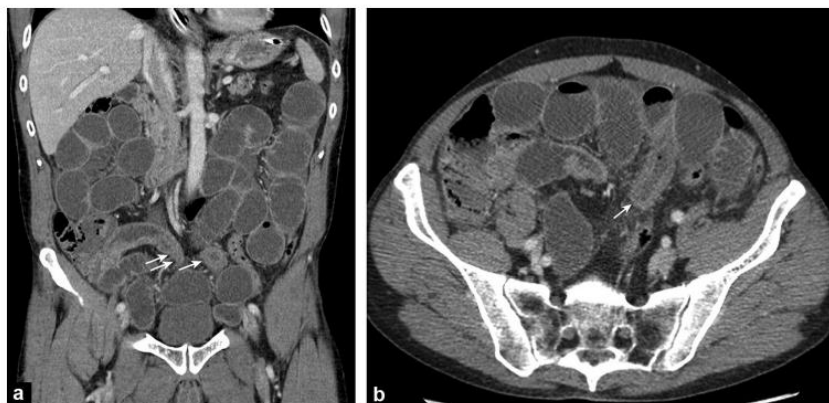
TDM montrant des signes d'ischémie intestinale
